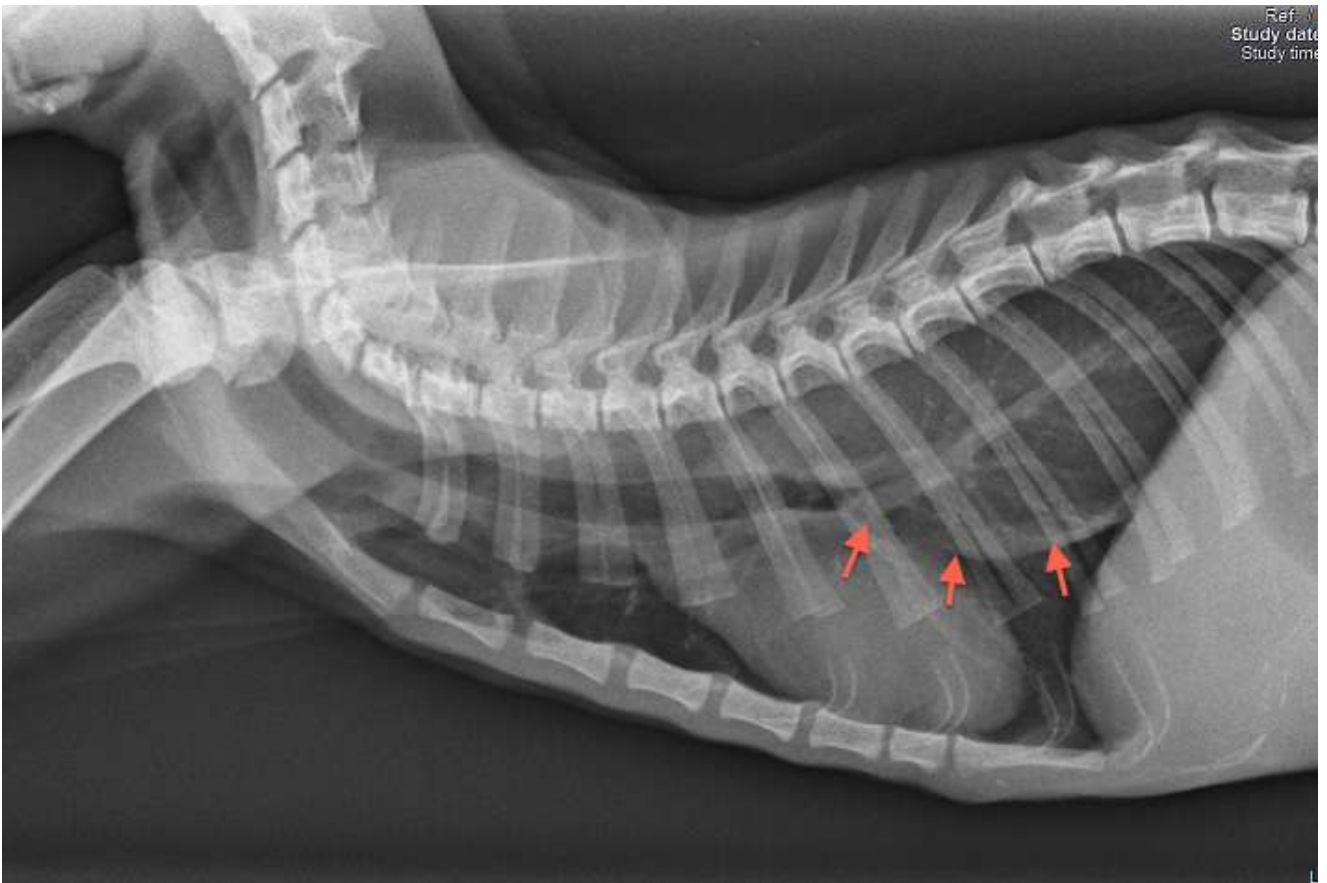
radiografía de tórax con signos compatibles con megaesófago, al observarse una línea radiolúcida compatible con la pared esofágica (flechas rojas)
